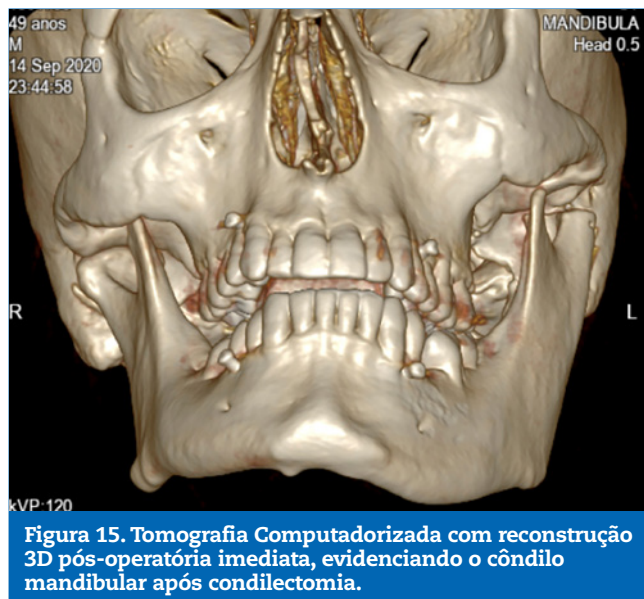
Tomografia Computadorizada com reconstrução 3D pós-operatória imediata, evidenciando o côndilo mandibular após condilectomia.
